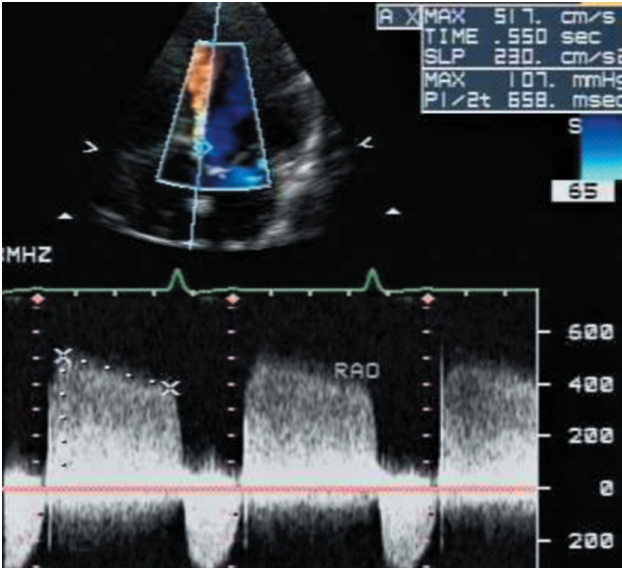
Curva espectral de Doppler contínuo do jato regurgitante aórtico, obtida por via apical, mostrando fluxo turbulento holodiastólico. A taxa de desaceleração obtida de 2,3 m/s<sup>2</sup> é compatível com refluxo aórtico discreto.
